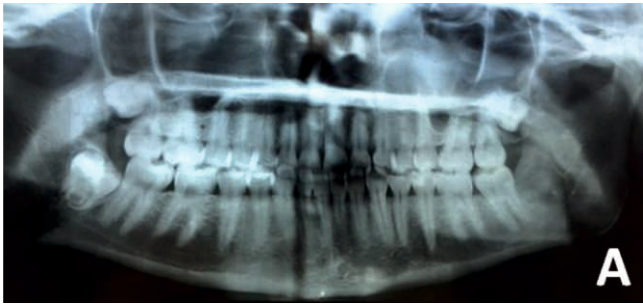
Radiographie panoramique montrant l'inclusion de la 48, 18 et 28.
